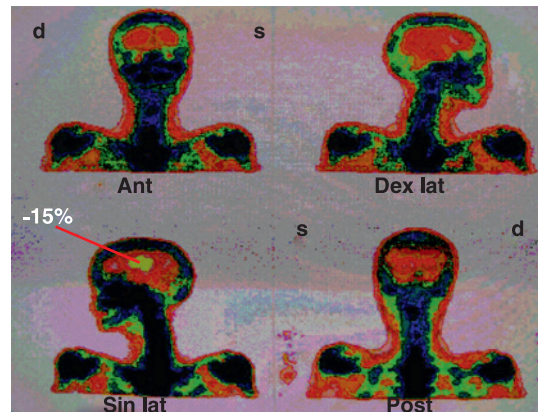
Остеосцинтиграфия на отдаленном сроке после пластического замещения костного дефекта деминерализованным аллогенным имплантатом свода черепа (объяснение в тексте)
